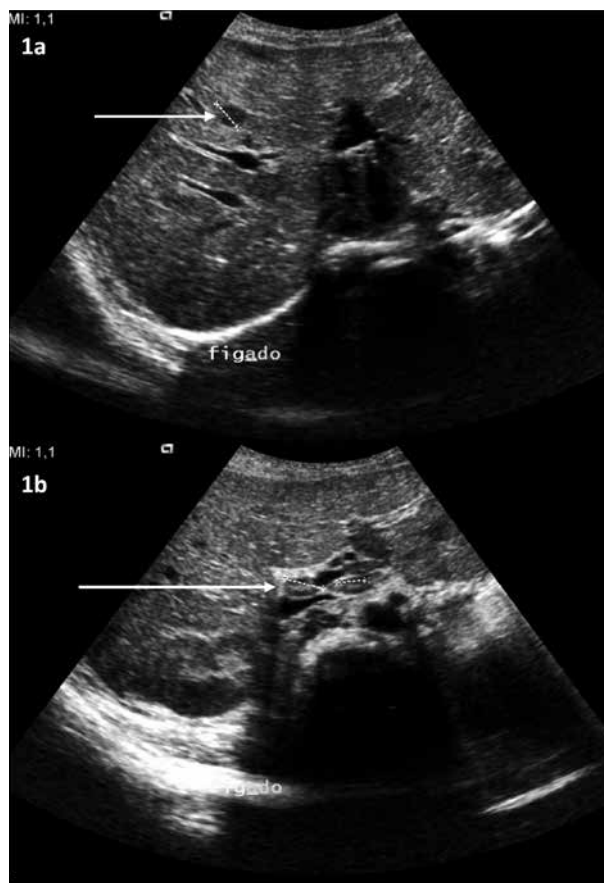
Nódulo hepático hipocogénico com 11,8 mm de diâmetro (1a) e adenopatias hilares, a maior com 14,4 mm (1b), visíveis na ecografia abdominal.
